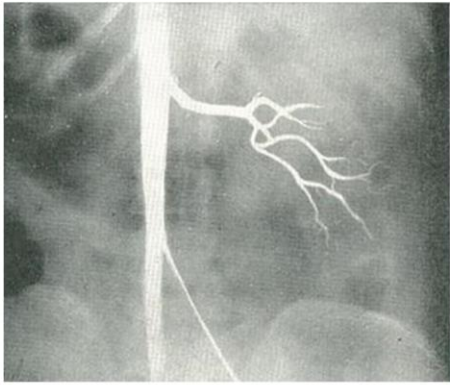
Рентгенологічний знімок пацієнта з аплазією нирки
